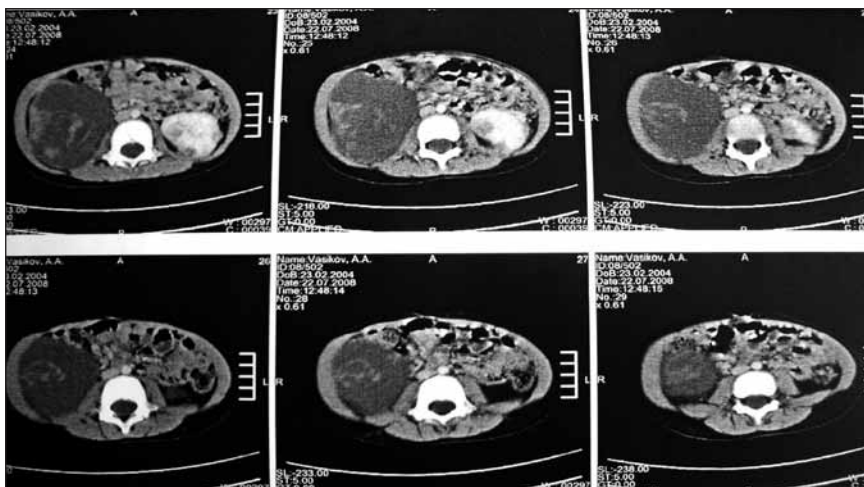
Компьютерные томограммы больного В., 4 лет.
